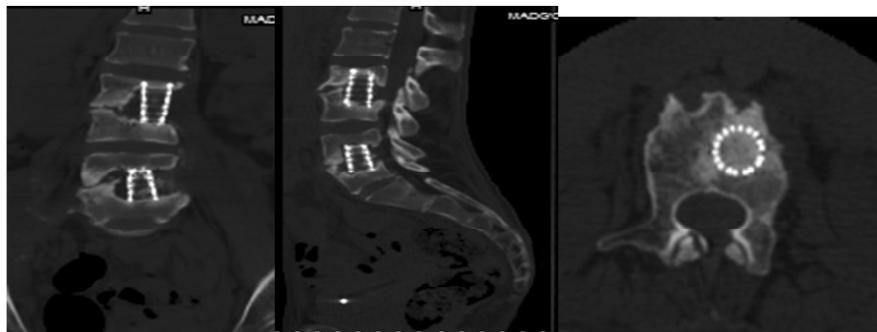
МСКТ Состояние после операции двух локального спондилодеза титановым сетчатым кейджом с заполнением просвета кейджса со смесью оссенина-гидроксиапатитного соединения + Бициллин-5 поясничного V L 2-3 и 4-5 отделов позвоночника (через 12 месяцев).
